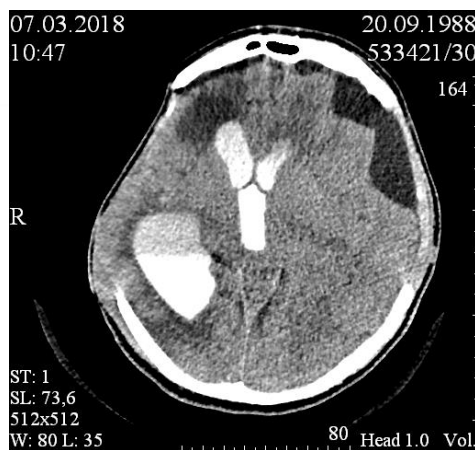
Компьютерная томограмма пациента П. с контрастированием
